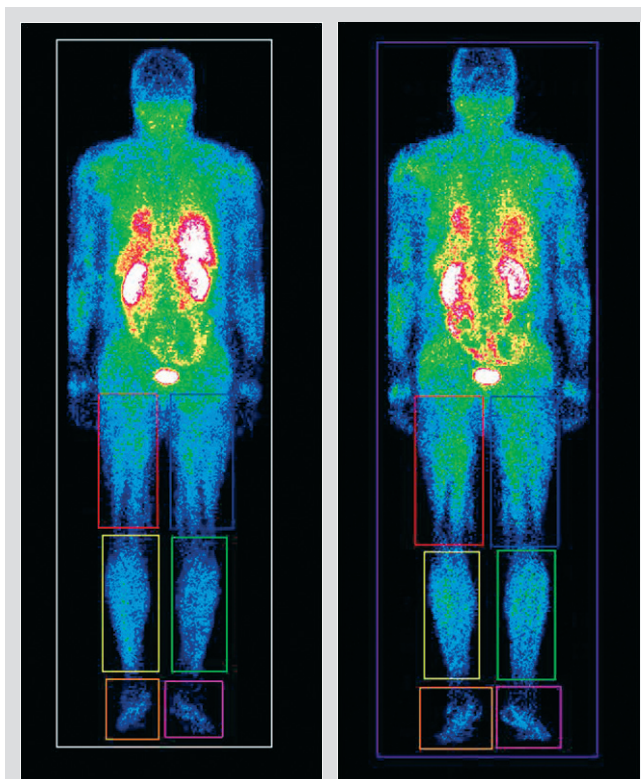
Сцинтиграфия нижних конечностей больного П.:
